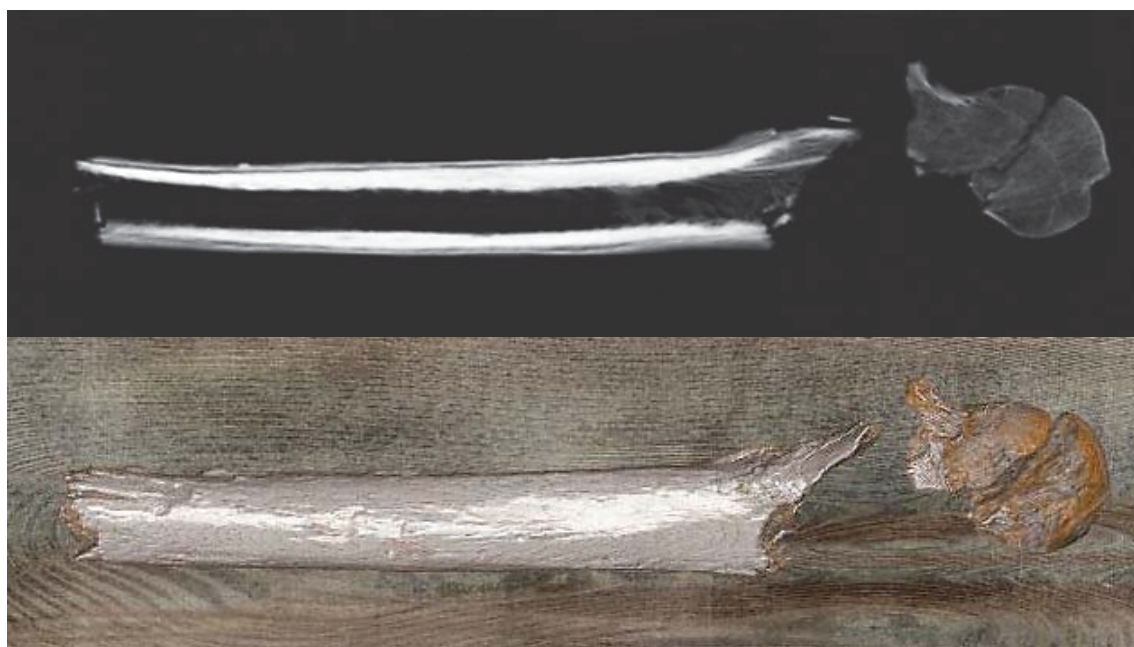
КТ левой бедренной кости. В нижней трети кости следы слома с неровными краями. Скальпированные локальные поверхностные повреждения кортикального слоя по передней поверхности средней трети диафиза кости: *а* — реконструкция во фронтальной плоскости толстыми срезами; *б* — объемная реконструкция
